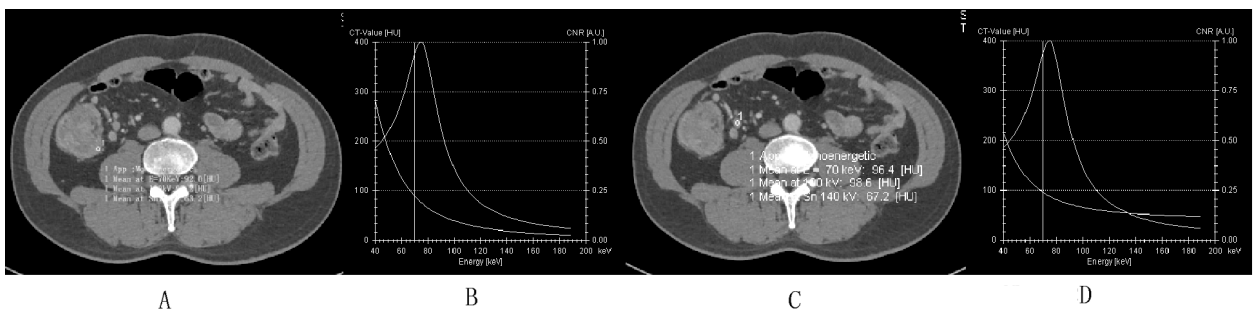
升结肠中分化腺癌, 并区域淋巴结反应性增生 CT 及能谱曲线
